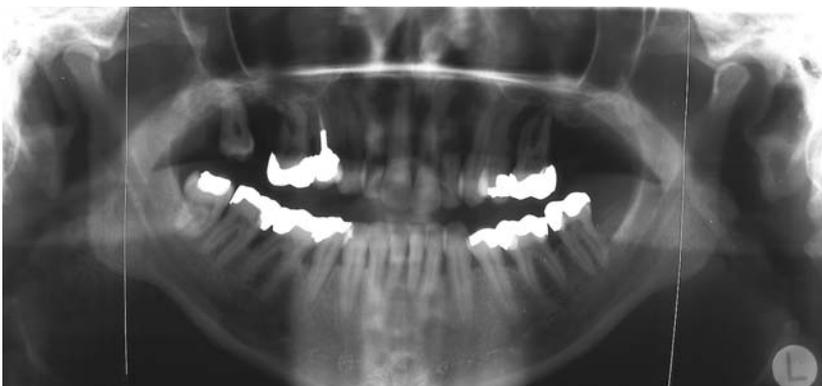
Orthopantomogramm Ausgangssituation.
